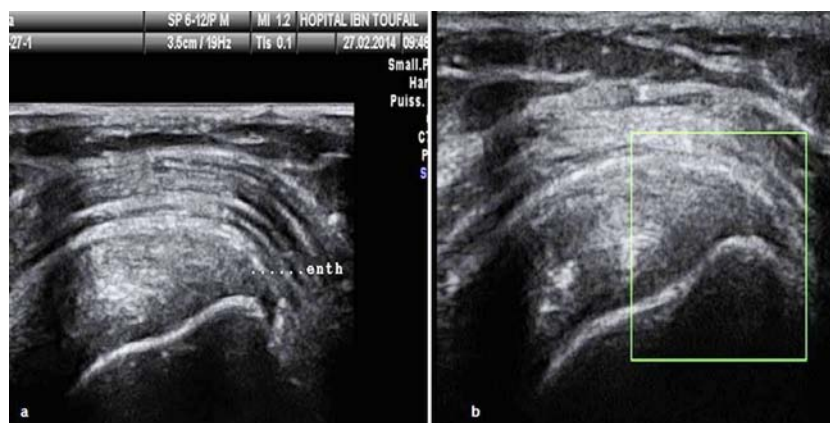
Coupe coronale oblique du supraspinatus: Entésopathie non active au doppler énergie: épaissement hypoéchogène de l'enthèse (a), sans phénomène de néovascularisation (b).
